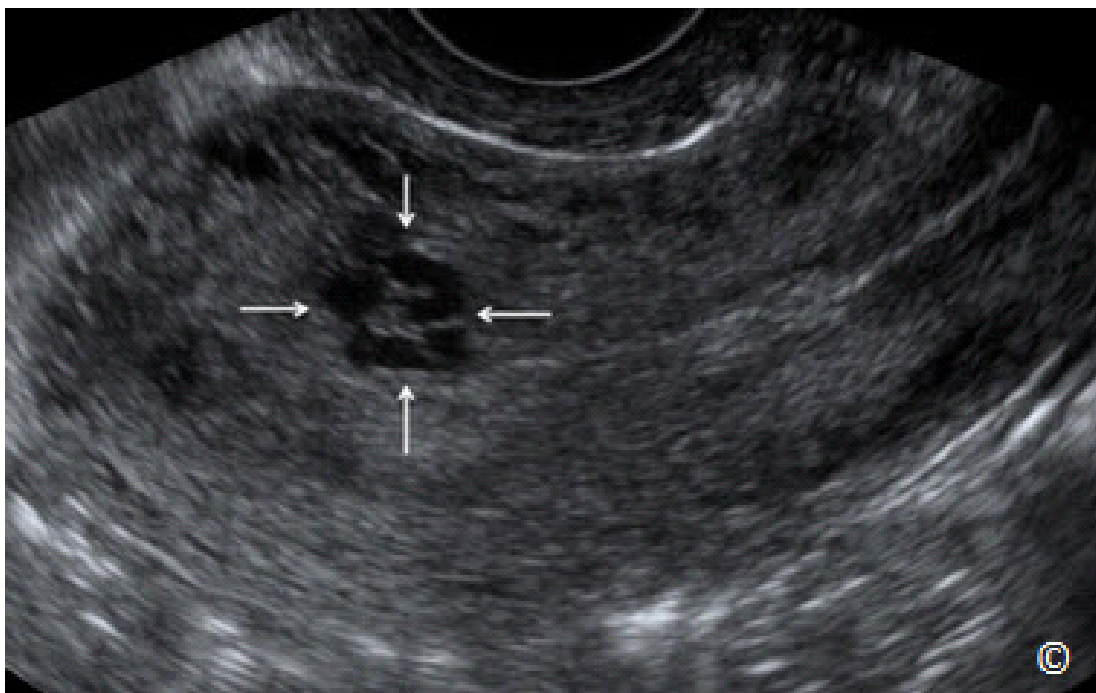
Ultrasonido transvaginal en un plano sagital del útero que muestra una malformación arterio-venosa (MAV) (flechas). Observe el aspecto ecográfico de la MAV como espacios anecoicos, con contorno irregular, que se encuentran dentro del miometrio cerca de su unión con el endometrio.
